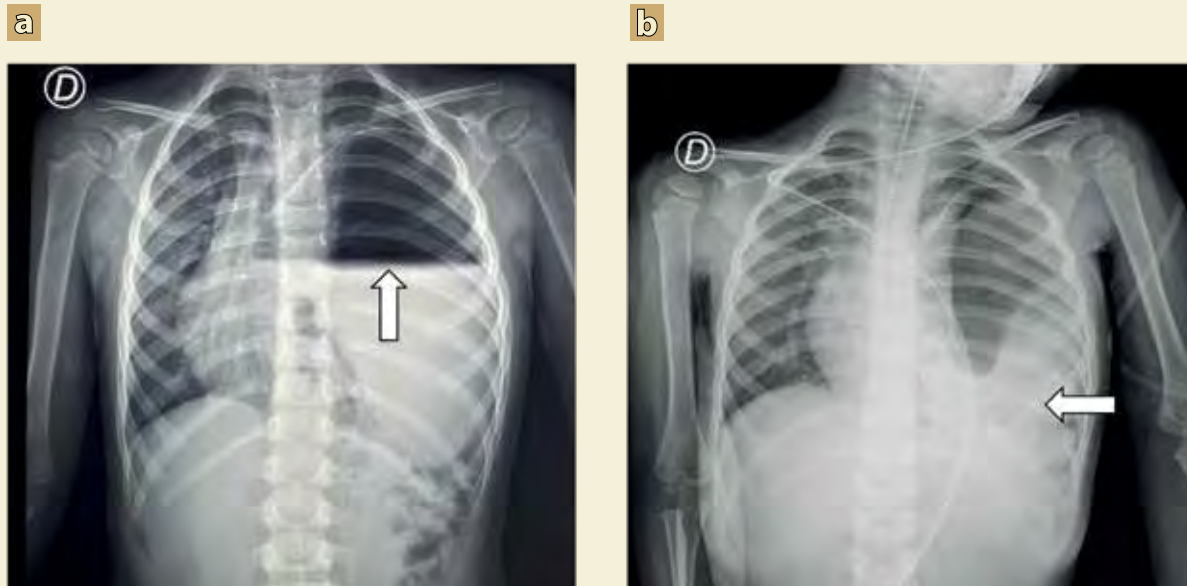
Radiografía toracoabdominal inicial
